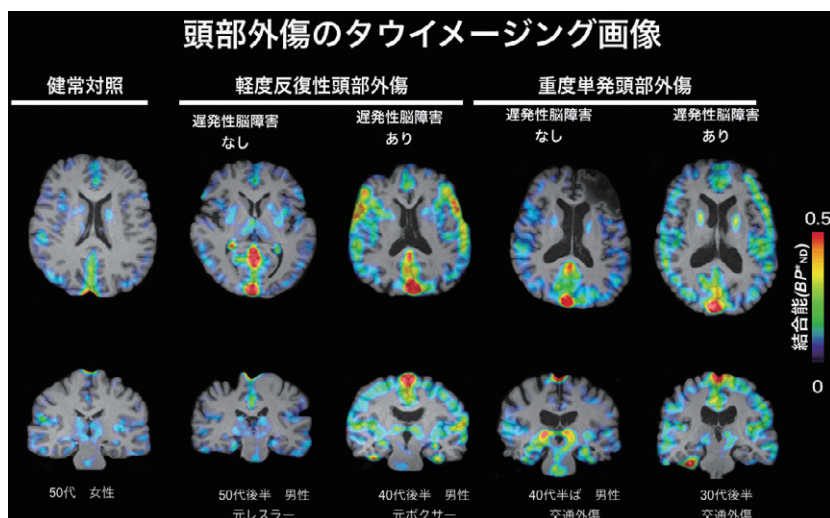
代表的な頭部外傷患者におけるタウ蓄積 ^{11}C -PBB3 PETで調べた結果、頭部外傷患者においては、健常者と比較して、脳の広範囲にタウが蓄積していた。
